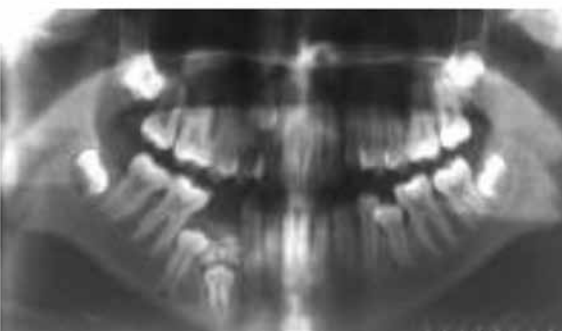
Ortopantomografía digital.
